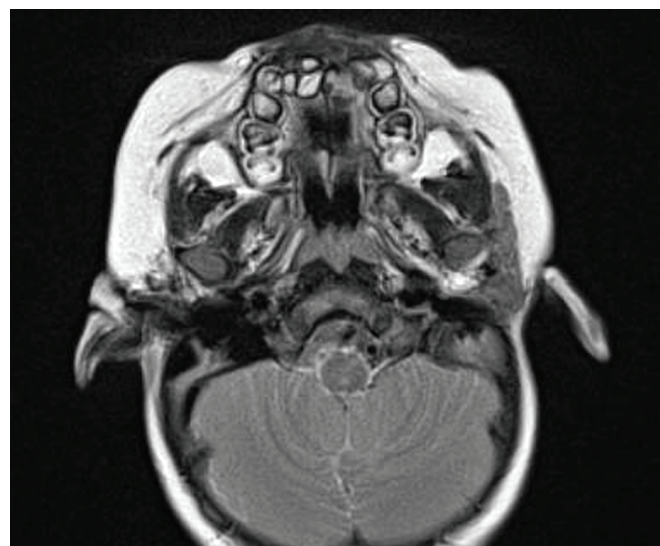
МРТ верхней челюсти (3 мес после удаления опухоли). Дефект тканей на месте бывшего расположения опухолевого образования в верхней челюсти.
